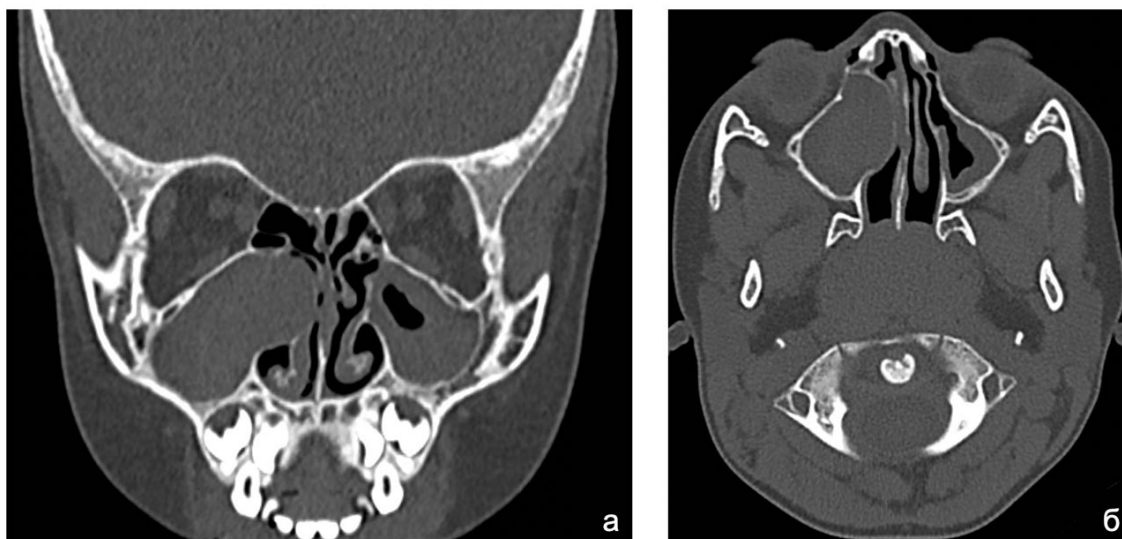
Пример типичной КТ-картины асимметричного поражения ОНП на фоне МВ: выраженная медиализация стенки ВЧП (формирование псевдо-мукопиоцеле) с давлением на перегородку носа справа у пациентки 5 лет (генотип 1677delTA/CFTRdele 2,3, сочетание двух «тяжелых» мутаций). (а) коронарная проекция; (б) аксиальная проекция
